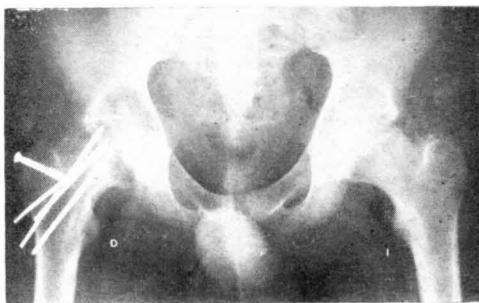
Radiografía anteroposterior de ambas caderas del mismo caso anterior realizada a las tres semanas de la intervención mostrando osteoporosis de epifisis femoral y vertiente acetabular junto a un evidente pinzamiento de la línea articular si comparamos con la cadera contralateral.
